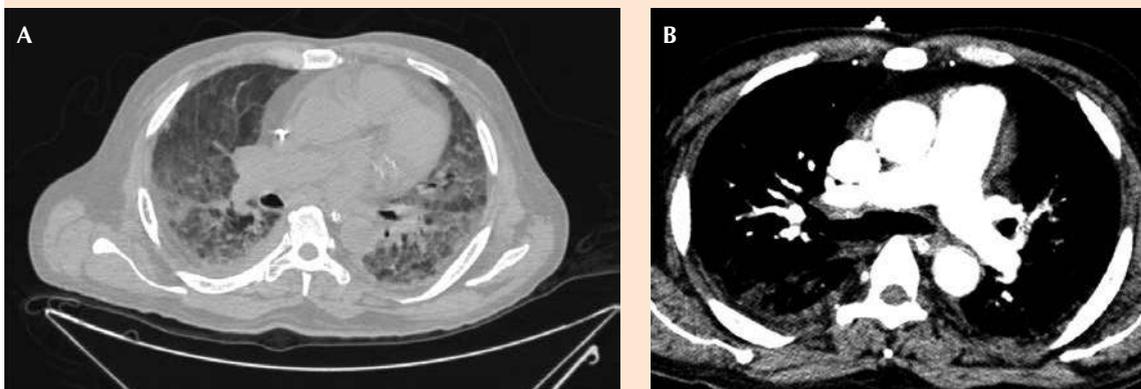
A. Corte axial de angiotomografía que evidencia patrón en vidrio despulido de predominio en ambos lóbulos pulmonares basales. B. Corte axial de angiotomografía en su fase contrastada que evidencia ausencia de tromboembolia pulmonar.
